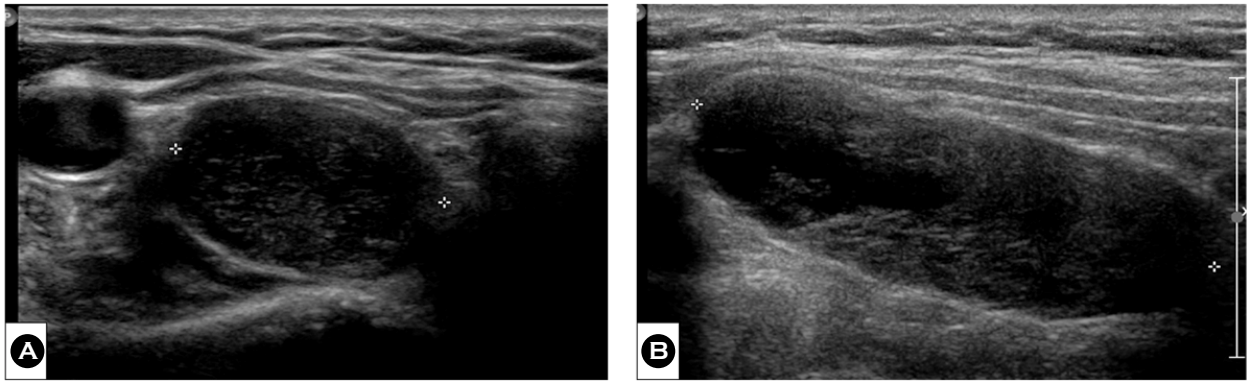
Thyroid sonography shows extrathyroidal solid mass at right lobe with containing cystic portion ($2.2 \times 4.6 \times 1.6$ cm); (A) Transverse view, (B) longitudinal view.
